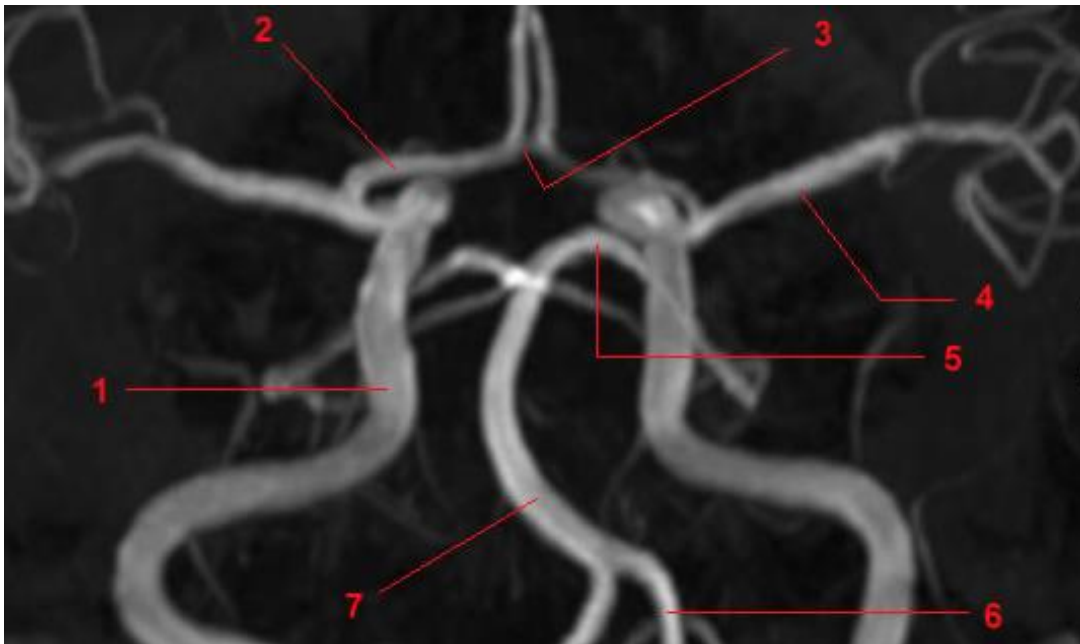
IRM cérébrale en séquence Time-Of-Flight (TOF) montrant les artères constitutives du polygone de Willis (disponible sur le site info-radiologie.ch) :
